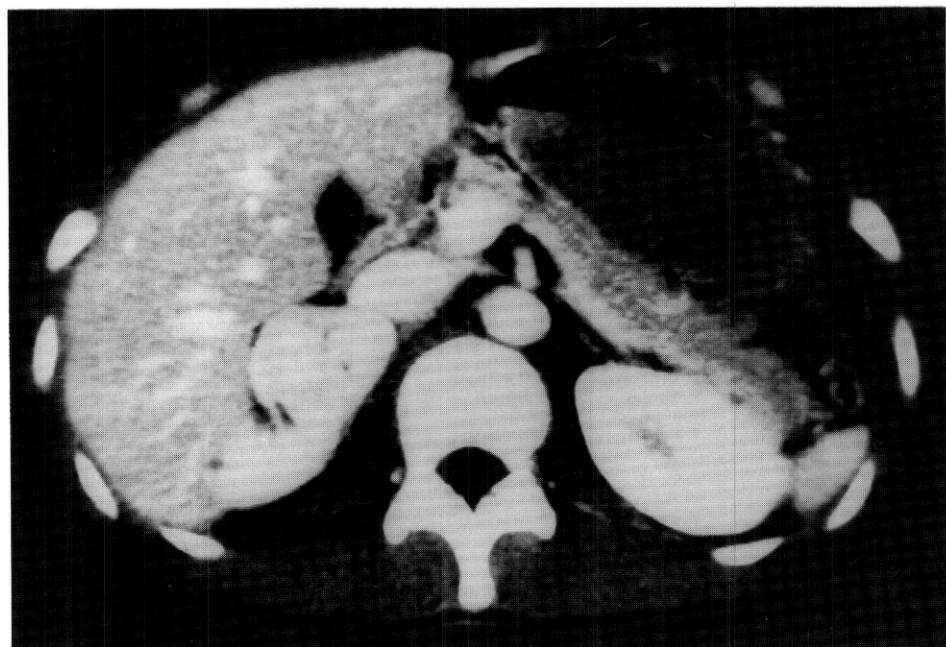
Abdominal CT of first patient (M/29) shows about $5 \times 4 \times 3\text{cm}$ sized ovoid mass in the right suprarenal area. The mass shows heterogeneous attenuation and central low density area suggesting central necrosis.
